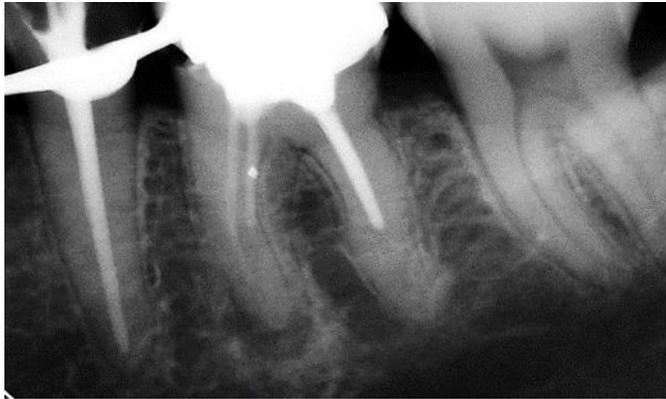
Radiografía Periapical de diagnóstico pieza 3.6
